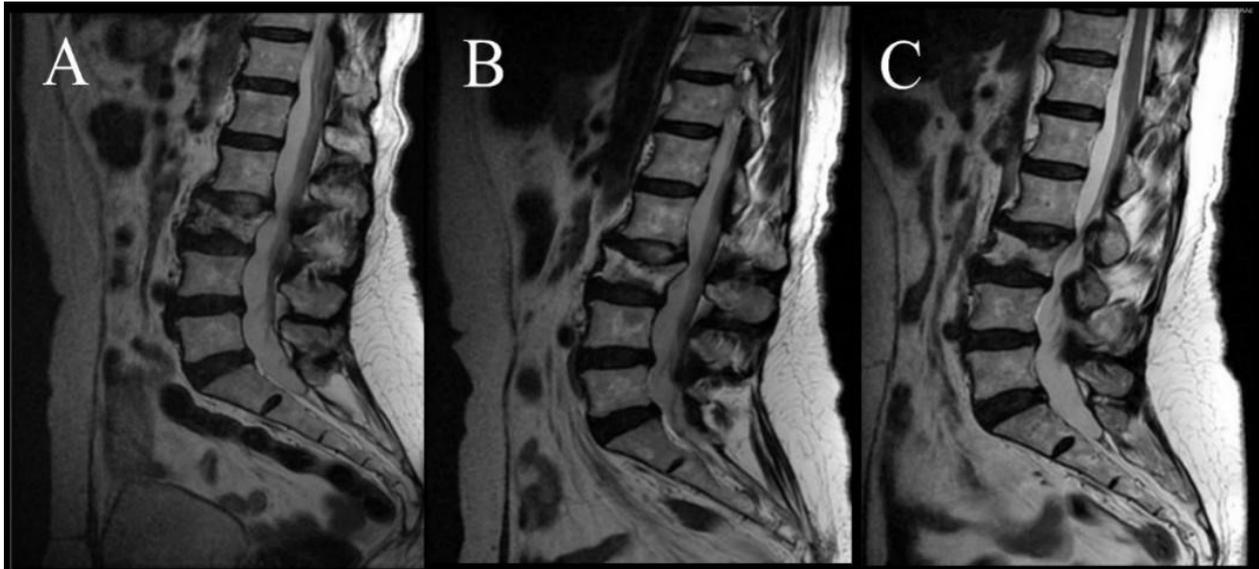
Imágenes de RM en vista sagital muestran aumento visual en la densidad ósea en la L3 de paciente con linfoma no Hodgkin metastásico. Fractura patológica en la vértebra L3, 2020 (A), y la recuperación de la misma en 2021 (B) y 2022 (C).
